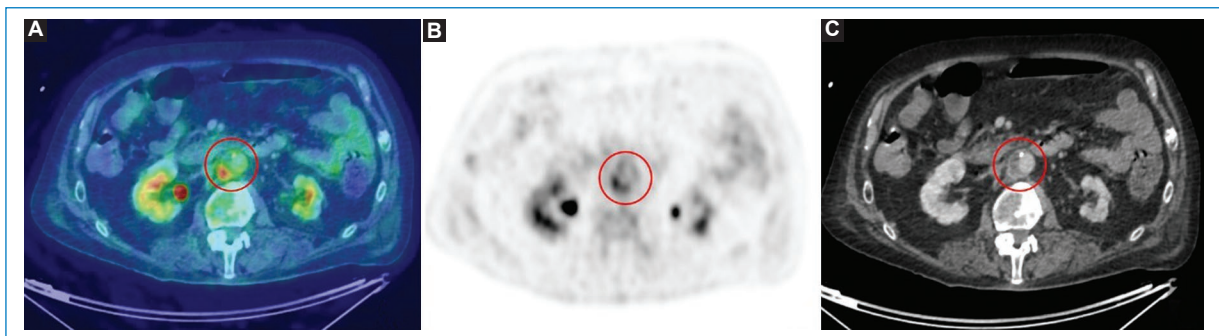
PET/TC 18F-FDG corporal total. A-C: Corte axial de fusión PET/TC, PET y TC con contraste endovenoso (círculo rojo). Se evidencia hipercaptación de 18F-FDG en aneurisma sacular de la pared de la aorta abdominal infrarrenal con realce poscontraste.
